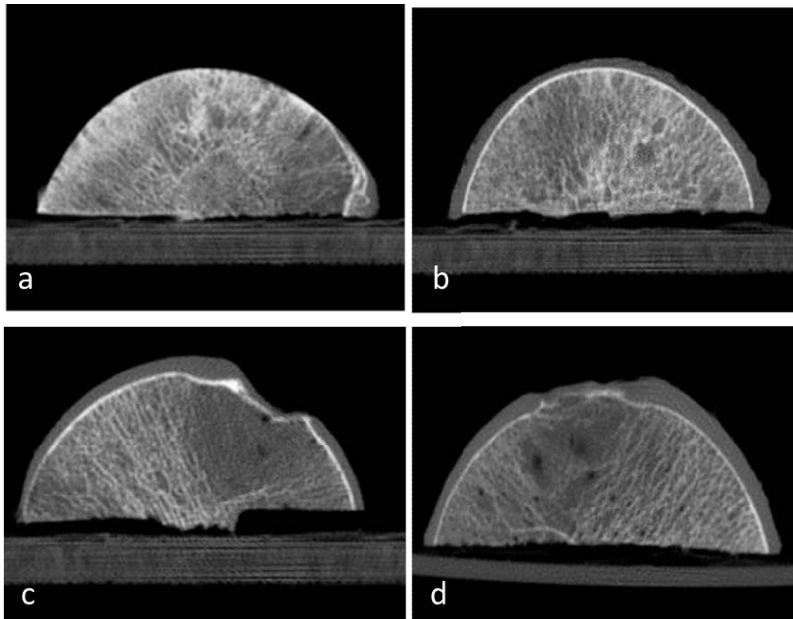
Exemplarische Darstellung computertomographischer Schnitte der Hüftkopfkappen (a, b);
